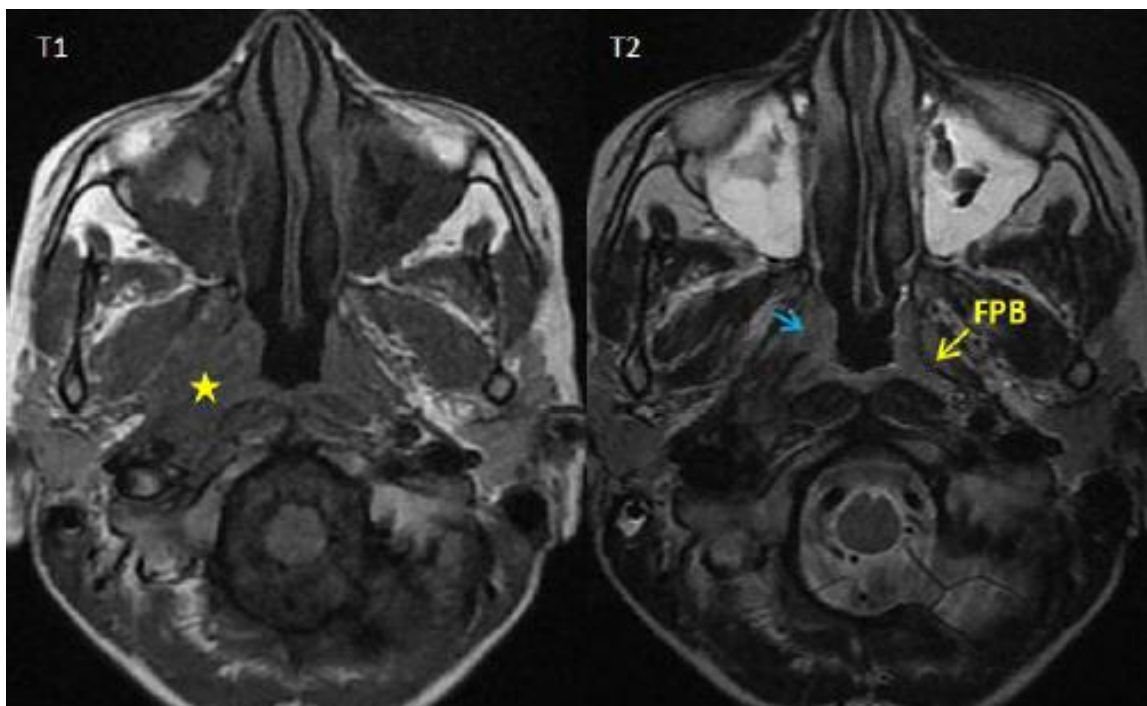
Coupes axiales IRM objectivant un épaissement tissulaire de la paroi postéro latérale droite du cavum se présentant en iso signal T1 (étoile jaune), en discret hypersignal T2 responsable d'une rupture du fascia pharyngo basilaire avec une extension via le sinus de Morgani (flèche bleue) T
